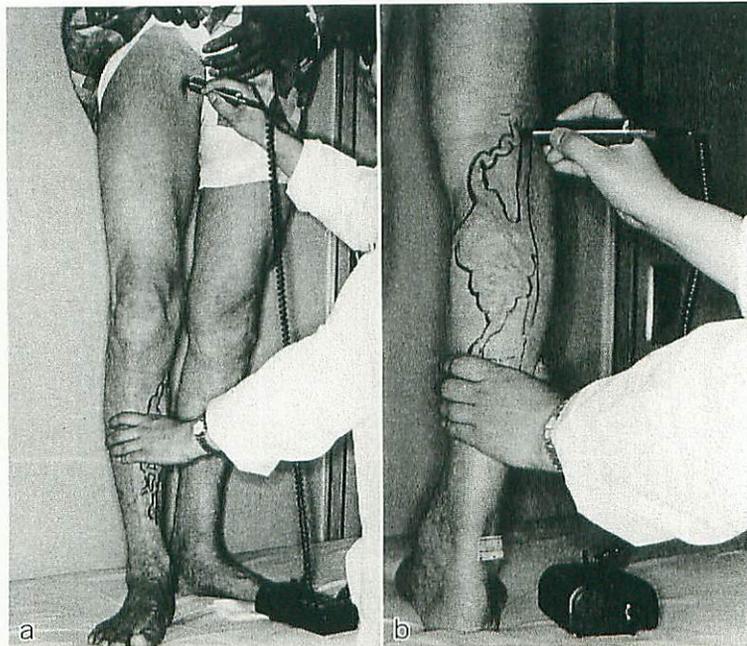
Continuous-wave Doppler法（Doppler聴診器）
